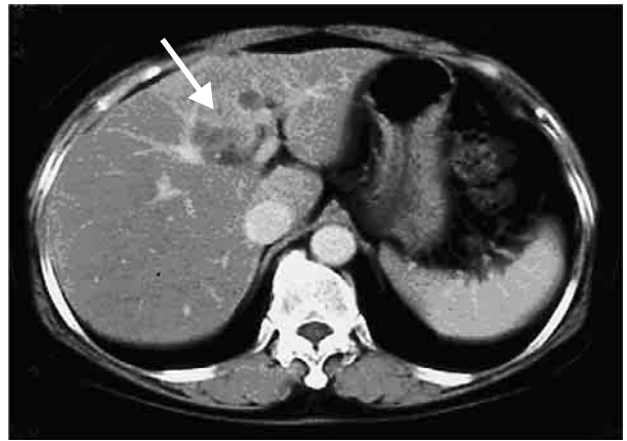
腹部CT：術後6ヵ月に再発肝腫瘍を認めた(矢印)。
